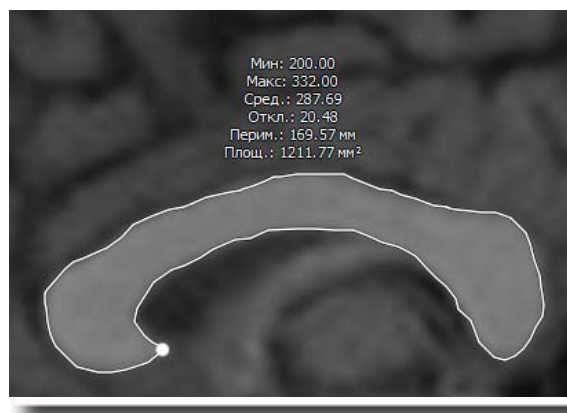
Выборочное МРТ-изображение мозолистого тела, очерченное по периметру белой линией, прерывающейся в терминальной части клюва точкой отсчета при измерении длины его контурной окружности. Сверху посередине приведены основные метрические показатели мозолистого тела.
